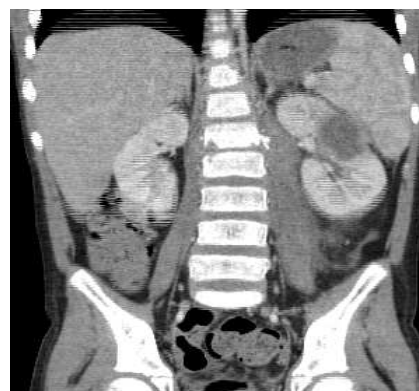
CT abdominal - abces renal stâng
